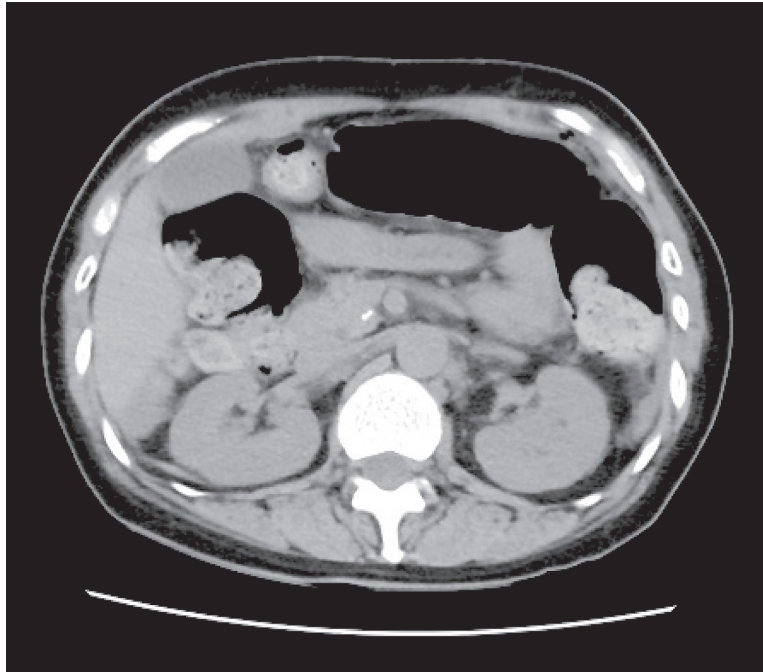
Abdominal CT : There were no ascites or free air statue in the abdominal cavity.
